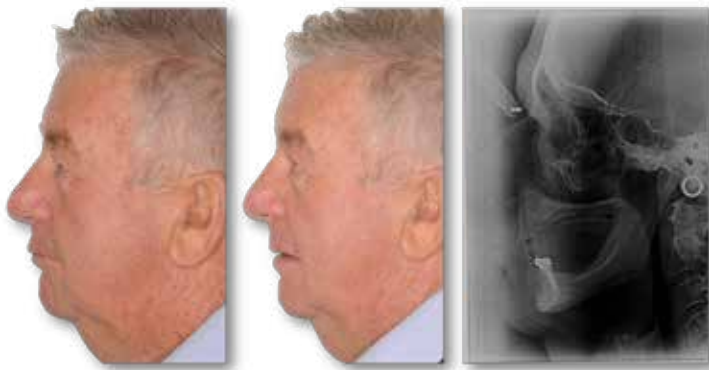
L'évaluation du visage dans la vue sagittale et l'étude de la radiographie latérale montre un type musculosquelettique mésocéphale avec un risque réduit d'excessive forces de morsure.
